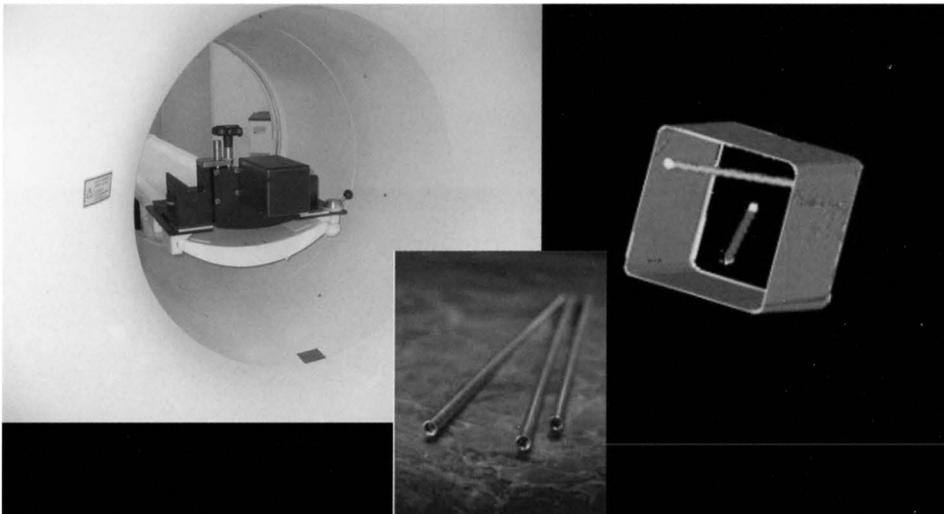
重ね合わせ精度管理のためのPET部とX線CT部のガントリーoffset調整。
